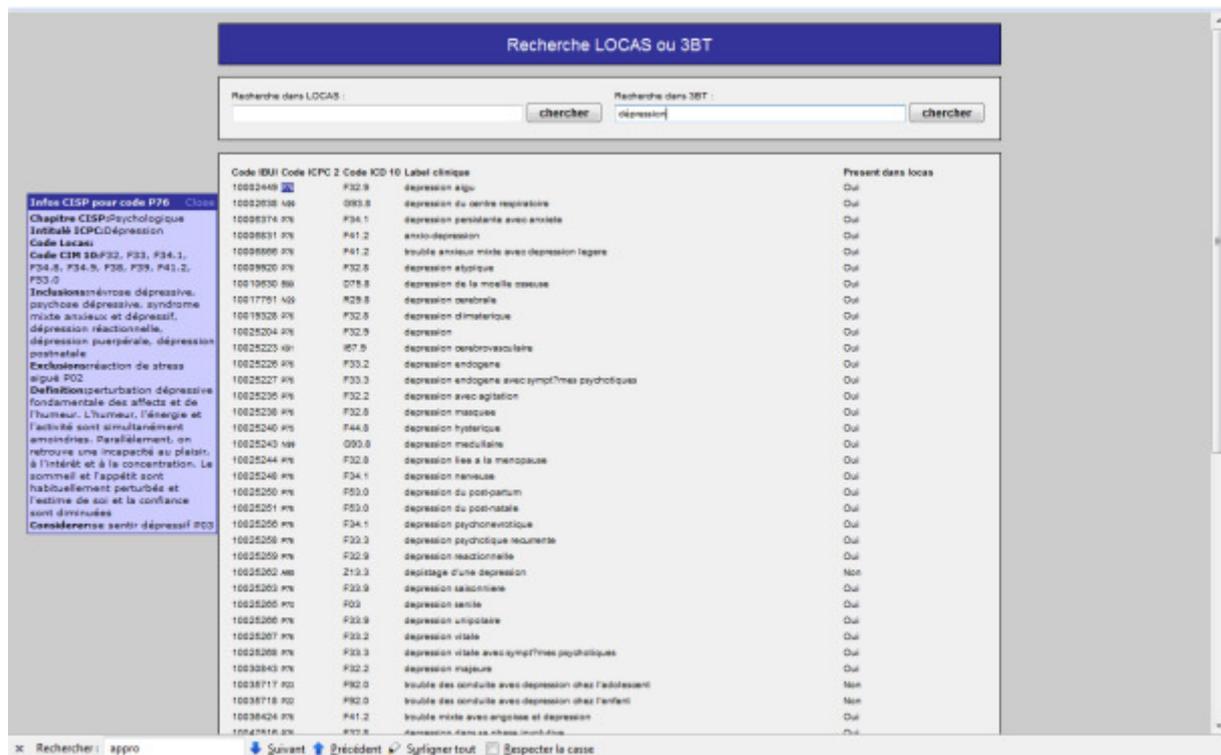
Recherche du terme Dépression dans 3BT. Quelques-unes des 61 occurrences du terme. En encart le code P76 de la CISP-2 et ses critères d'inclusions
